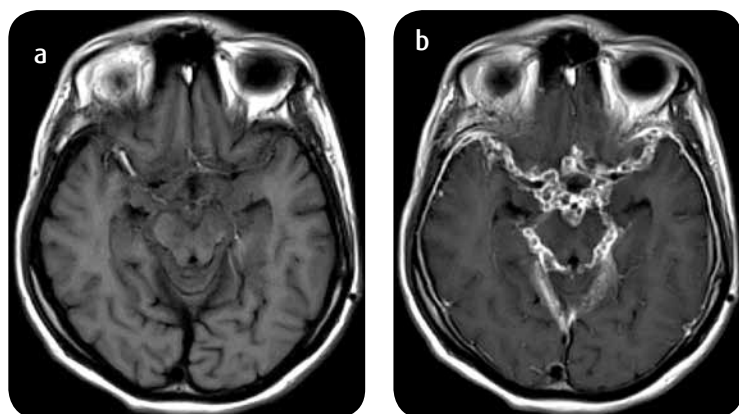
Paciente con diagnóstico de meningitis tuberculosa asociada a VIH. RM con información T1. a) Simple. b) Con medio de contraste: Leptomeningitis nodular y realce paquimeningeo por antecedente de craneotomía de drenaje de empiema.
